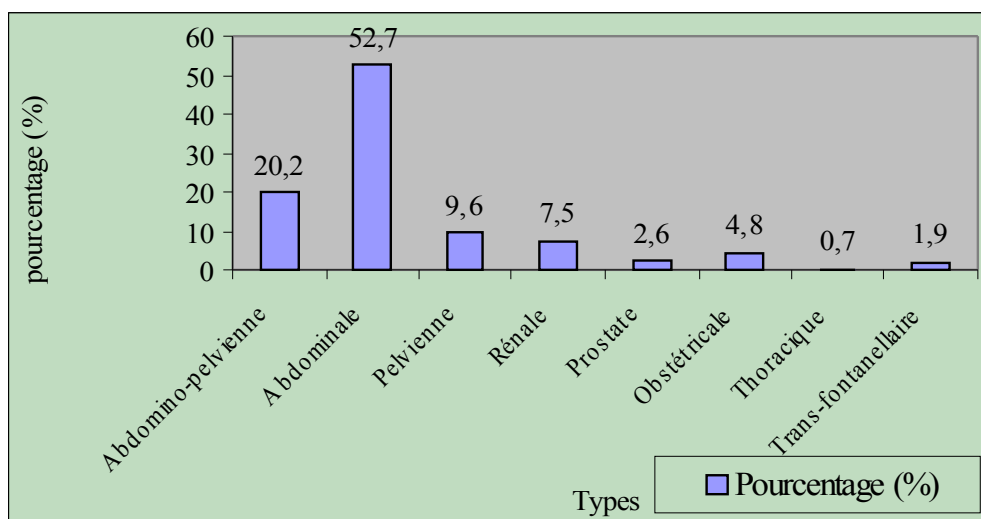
Représentation graphique de l'échographie générale selon le type
